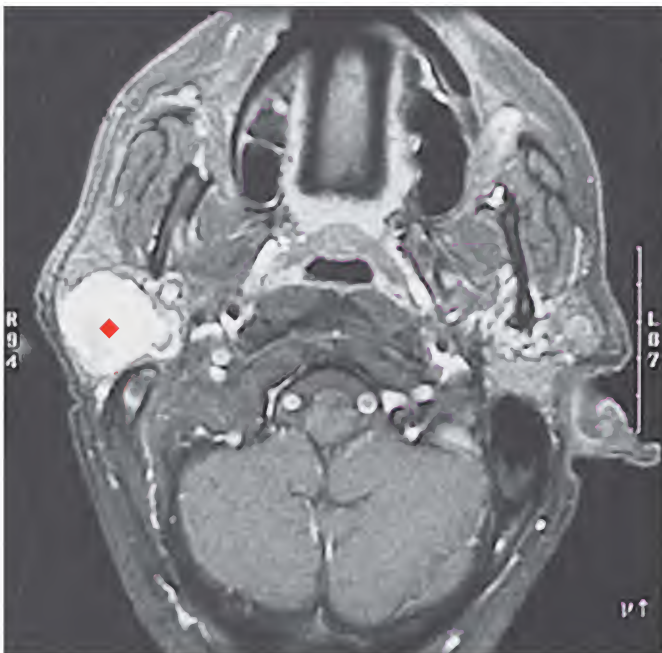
Adenoma pleomorfo, resonancia magnética
